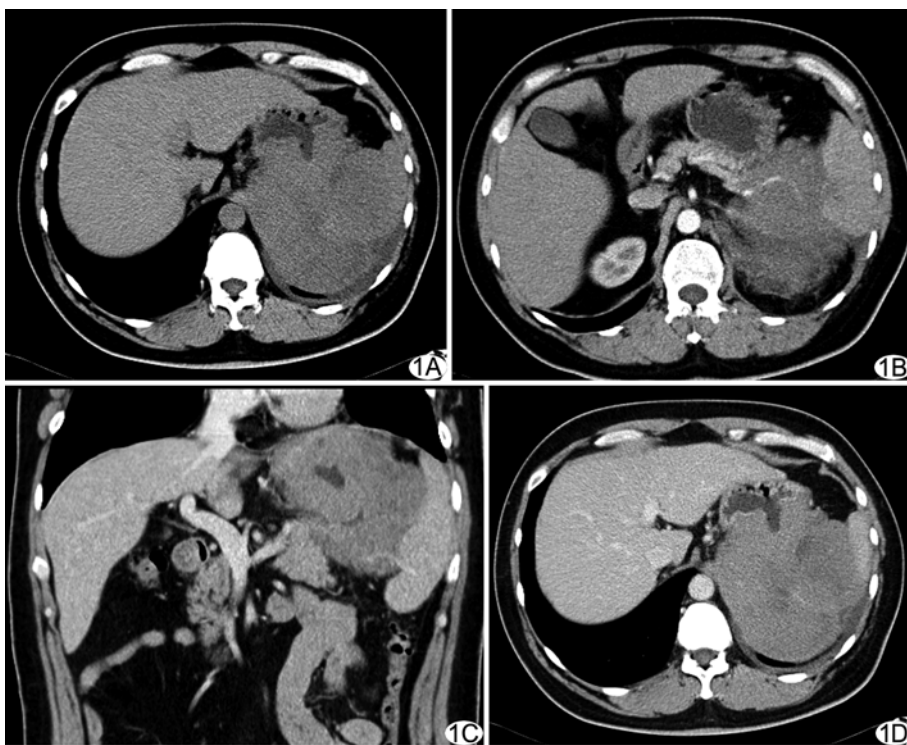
胃底淋巴瘤 CT 图像 平扫示胃底后壁弥漫性增厚, 腔外软组织肿块形成, 侵犯脾脏(A); 动脉期(B)及门静脉期(C)见脾动脉、脾静脉走行于肿块内, 胃底弥漫性增厚, 肿块与脾脏和胰腺尾部关系密切; 静脉期肿块轻度均匀强化, 表面可见强化的胃黏膜(D)
